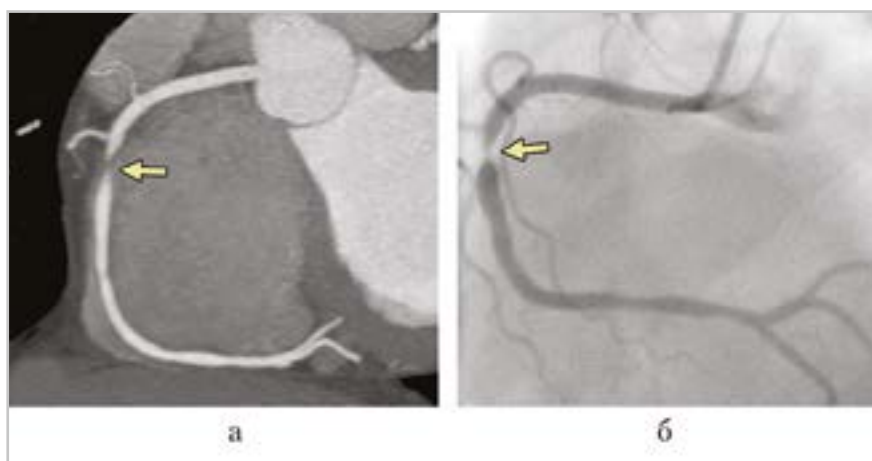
Многоплоскостное реконструированное изображение ПКА при 256-срезовой МСКТ-КА (а); изображение ПКА при традиционной коронарной ангиографии (б). Критический стеноз проксимального сегмента ПКА (указано стрелками)
